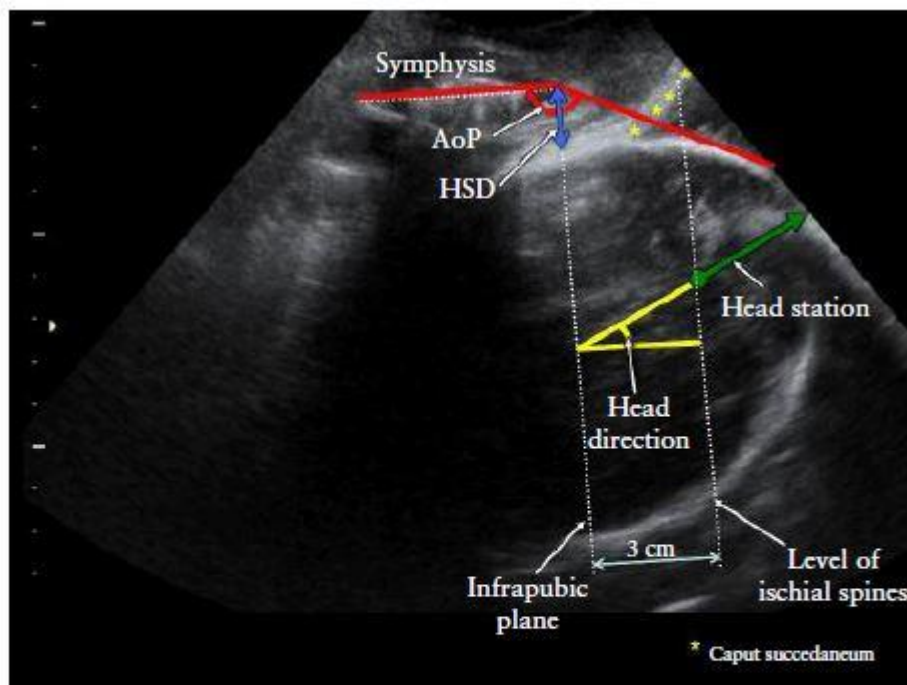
Transperineal ultrasound head station should be measured along line of head direction. Angle of progression (AoP), head-symphysis distance (HSD), and, as reference planes, measurable infrapubic plane and inferred ischial plane, are also shown (modified from Tutschek *et al.*<sup>32</sup>).
